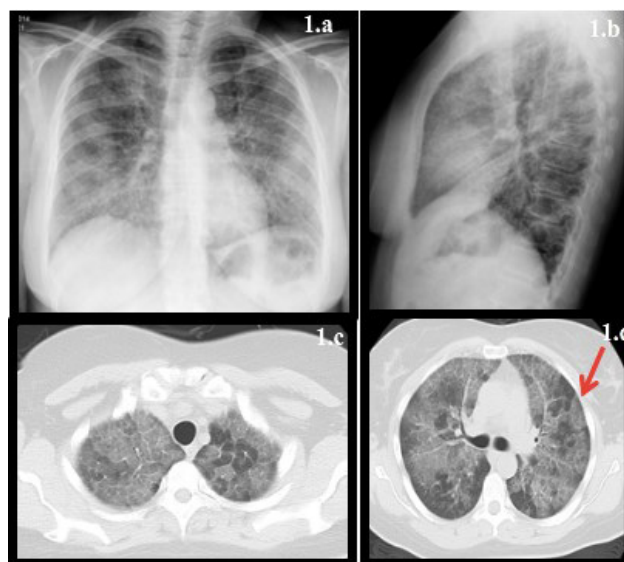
Estudios radiológicos: radiografía de tórax postero-anterior (1.a) y Lateral (1.b): en las proyecciones radiológicas se observan infiltrados reticulares bilaterales de predominio bibasal, con gradiente caudo-craneal. El índice cardiotorácico es normal (a) y los senos costofrénicos libres (a, b).
